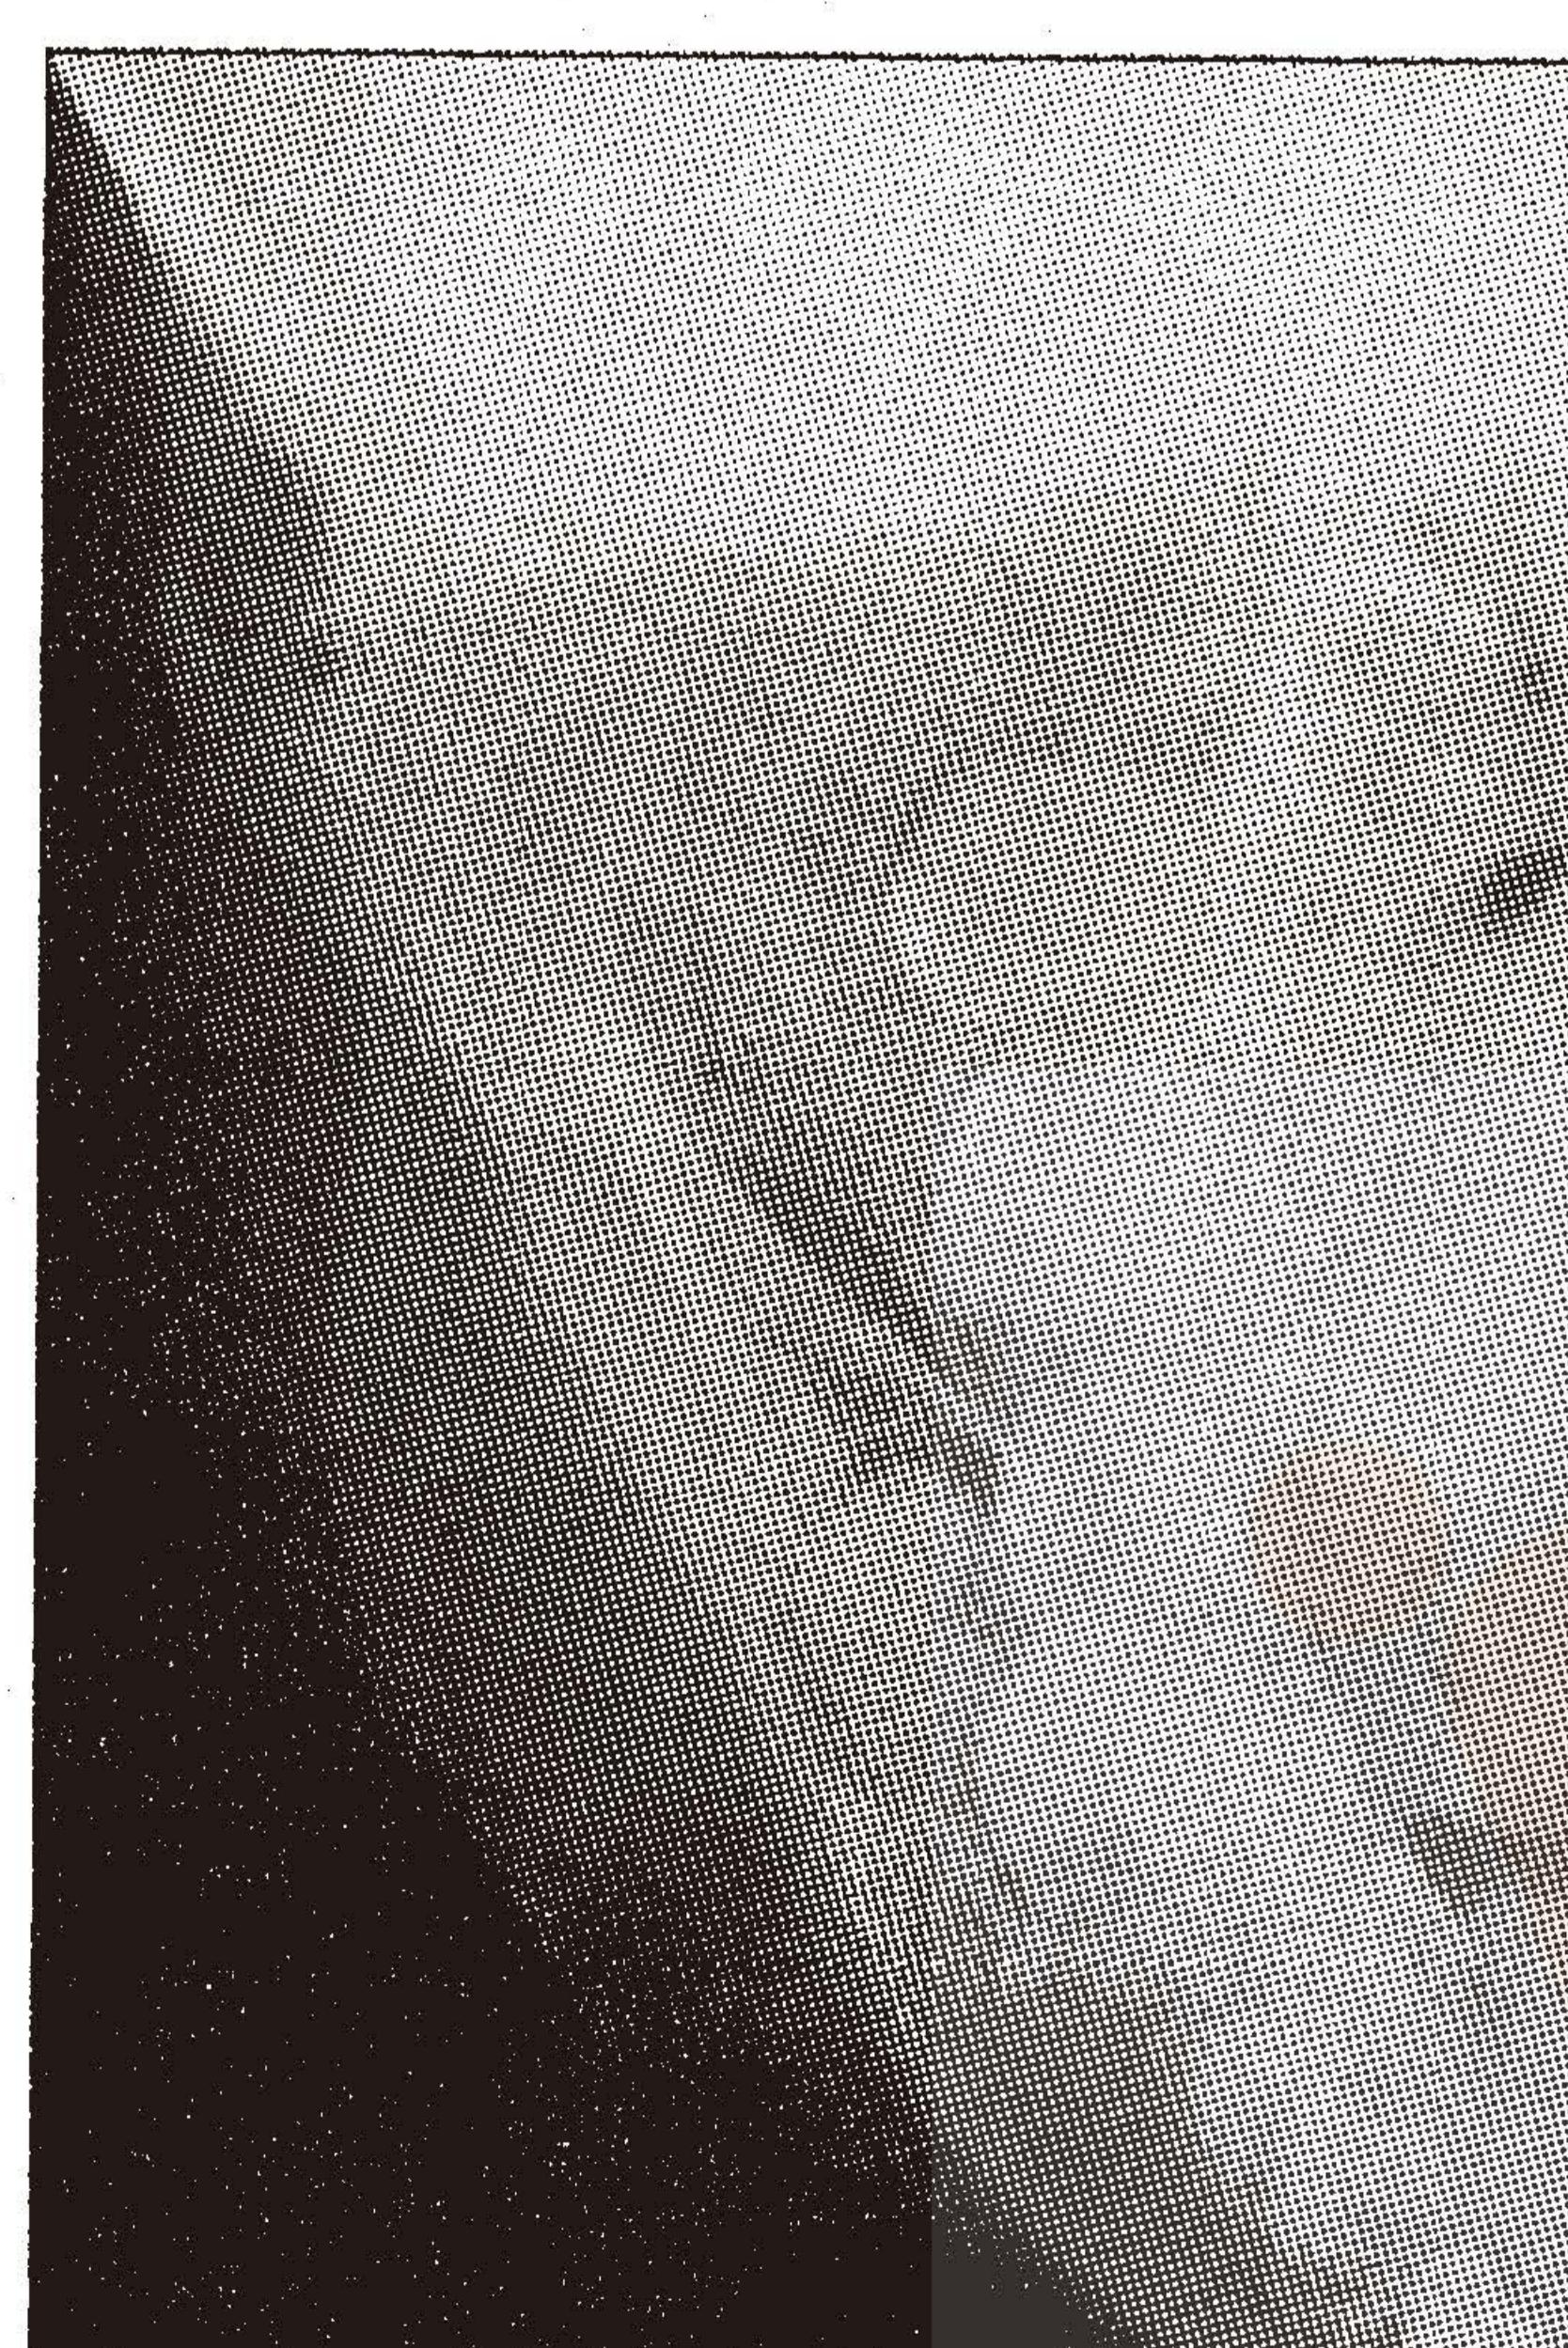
边缘性颌骨骨髓炎X线片显示下颌支表面骨质增生
